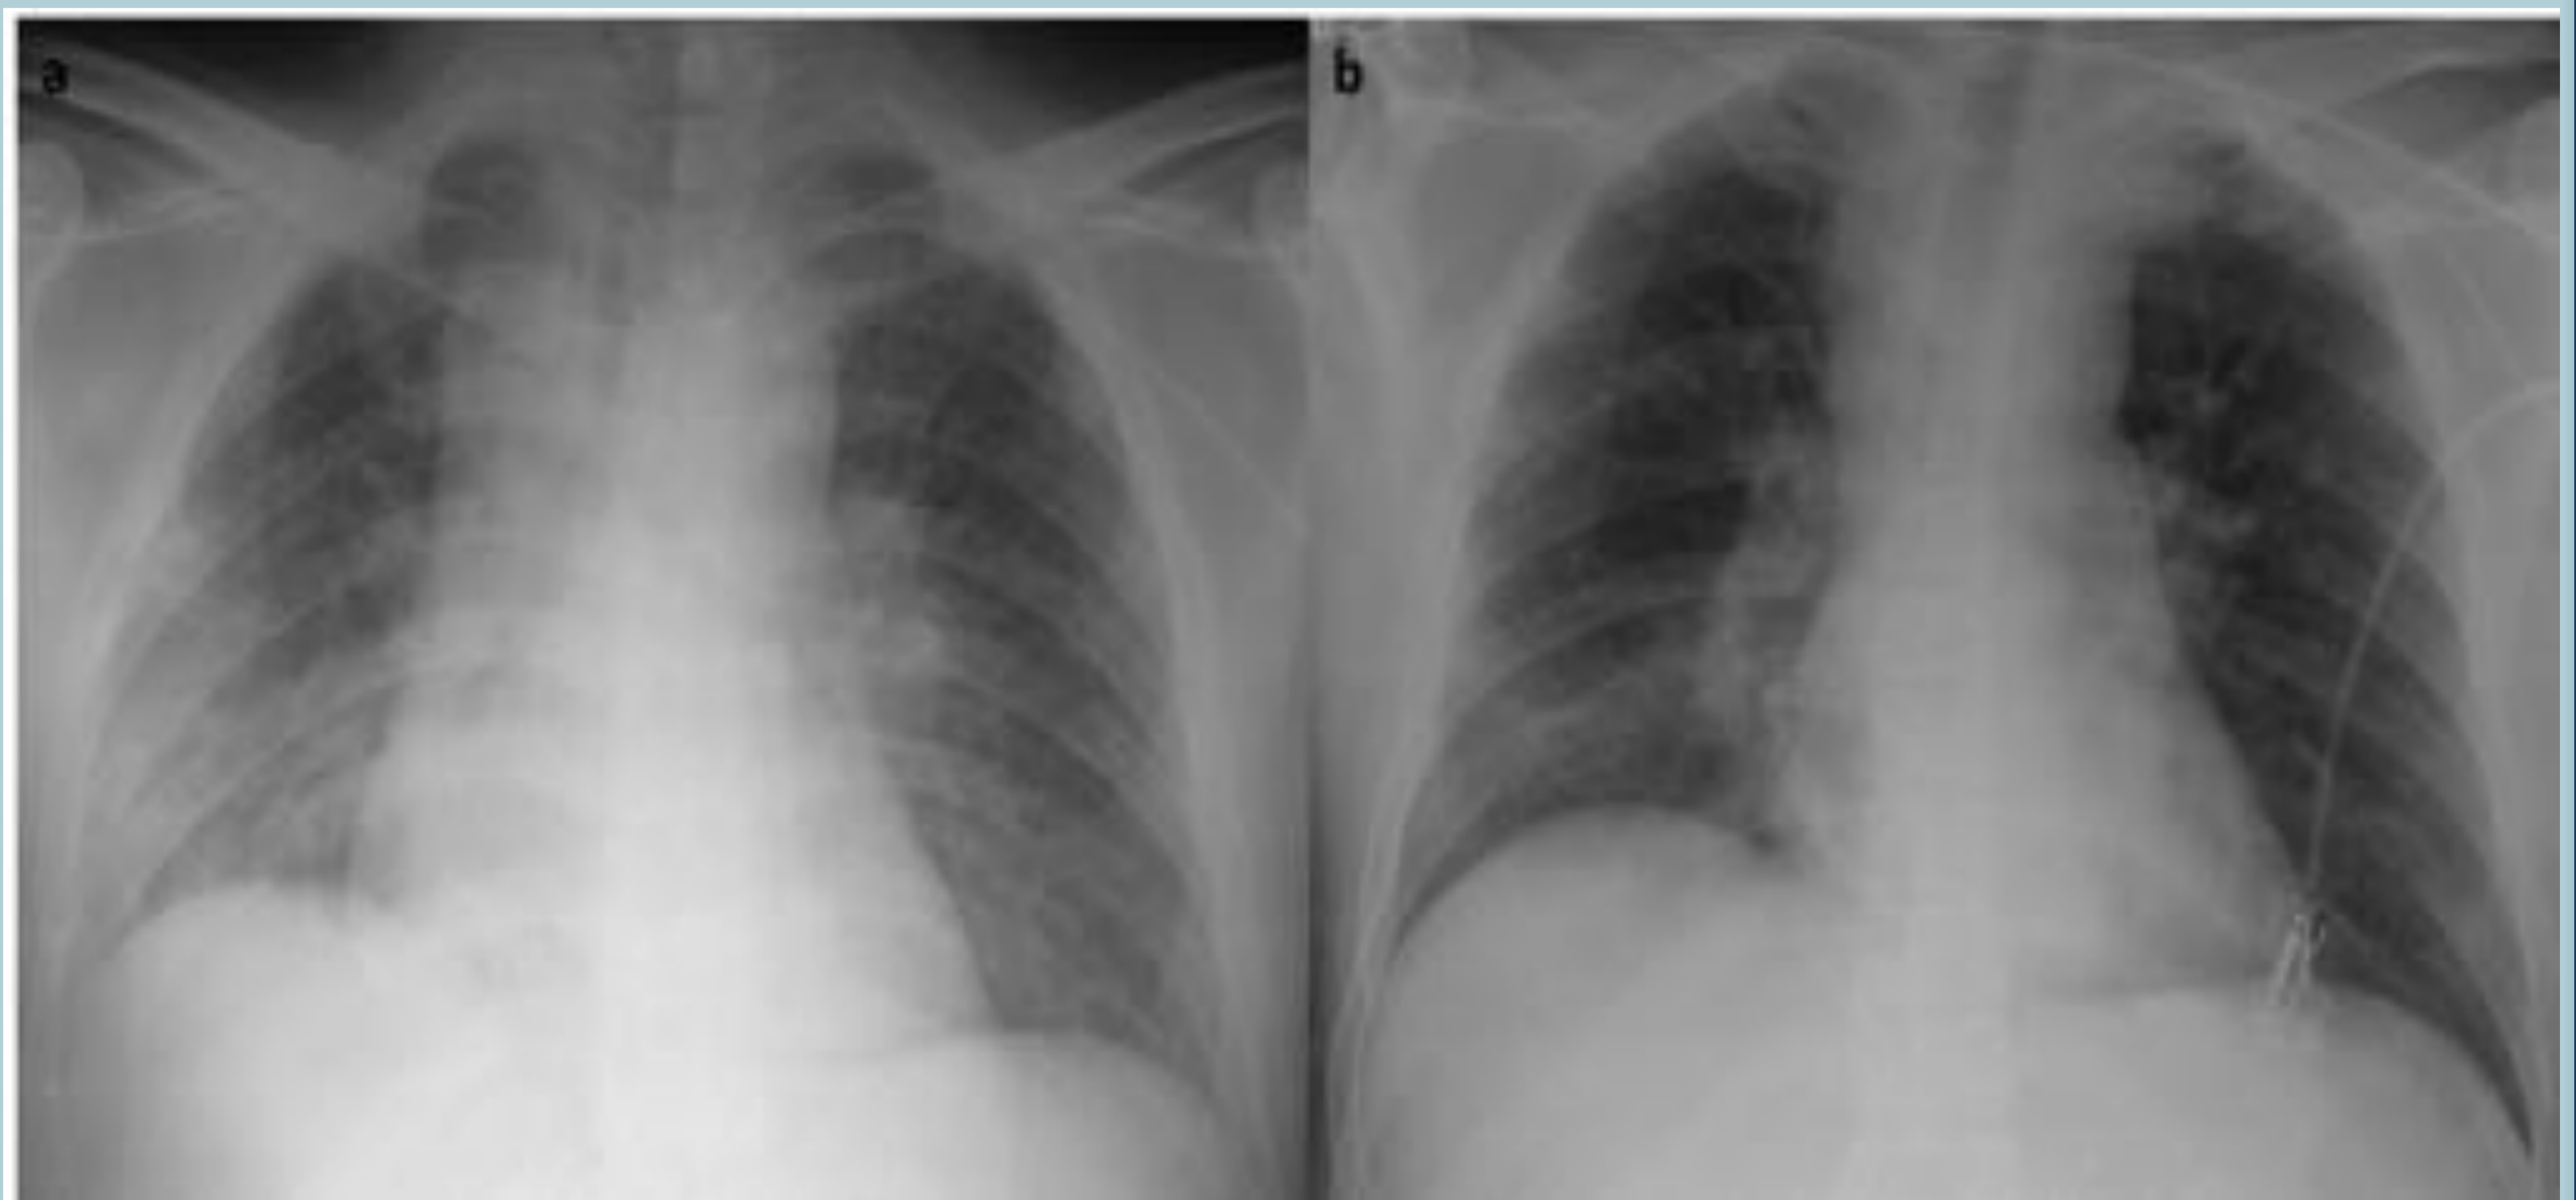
Radiografías de tórax de un varón de 34 años con carcinoma renal metastásico en tratamiento con Interleucina-2. Se observaron consolidaciones pulmonares bilaterales y desdibujamiento perihiliar en relación con toxicidad (Fig. 5a). Después de tres días, las opacidades pulmonares mostraron mejoría radiológica (Fig. 5b).
